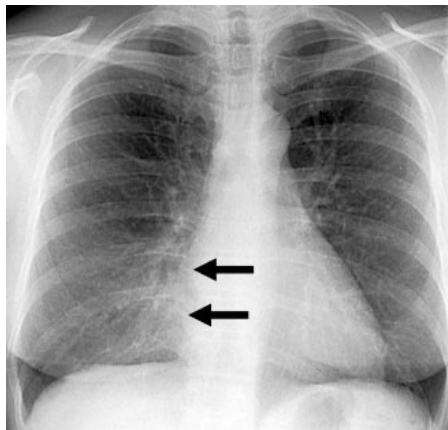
Radiografía de tórax aumentada muestra el signo de la silueta con el oscurecimiento del borde derecho del corazón.
